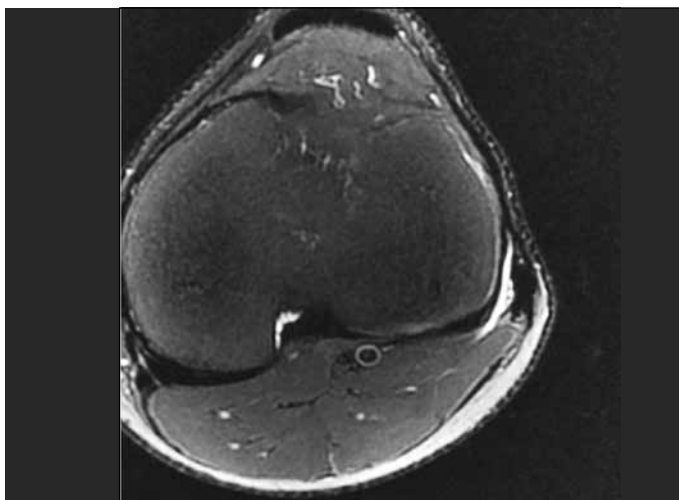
Ressonância magnética mostrando bursite na região na inserção do braço direto do bíceps femoral.
